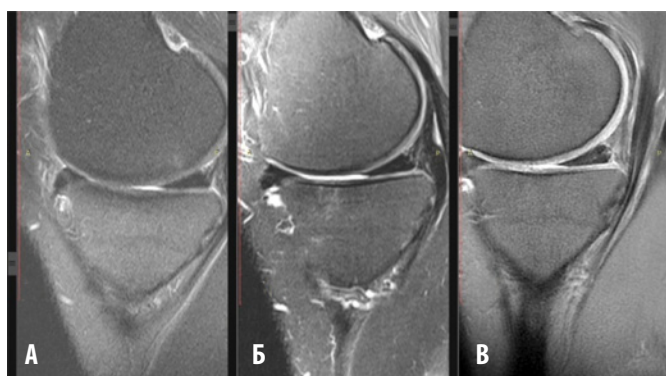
МРТ-сканы пациента К. 2-й группы до лечения (А), через 6 мес. (Б) и 12 мес. после лечения (Б')
